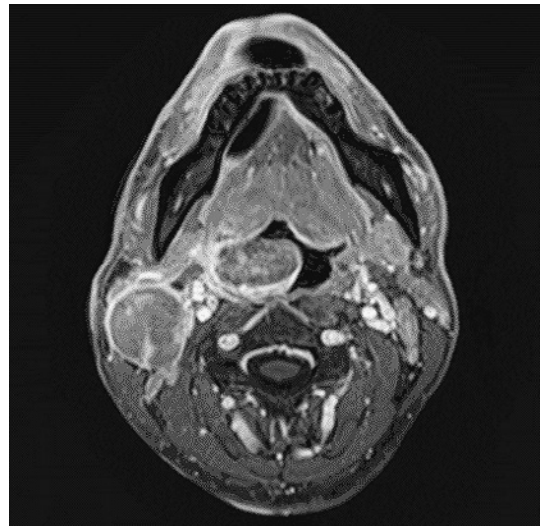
MRI findings. Neck MRI shows a right oropharyngeal tumor and swelling of a right internal jugular node.
